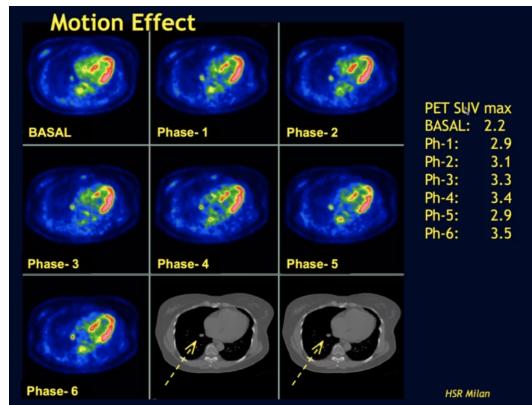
esempio di cambiamento del valore SUV nelle varie fasi, rispetto al valore base, grazie all'inserimento del respiratory gating
